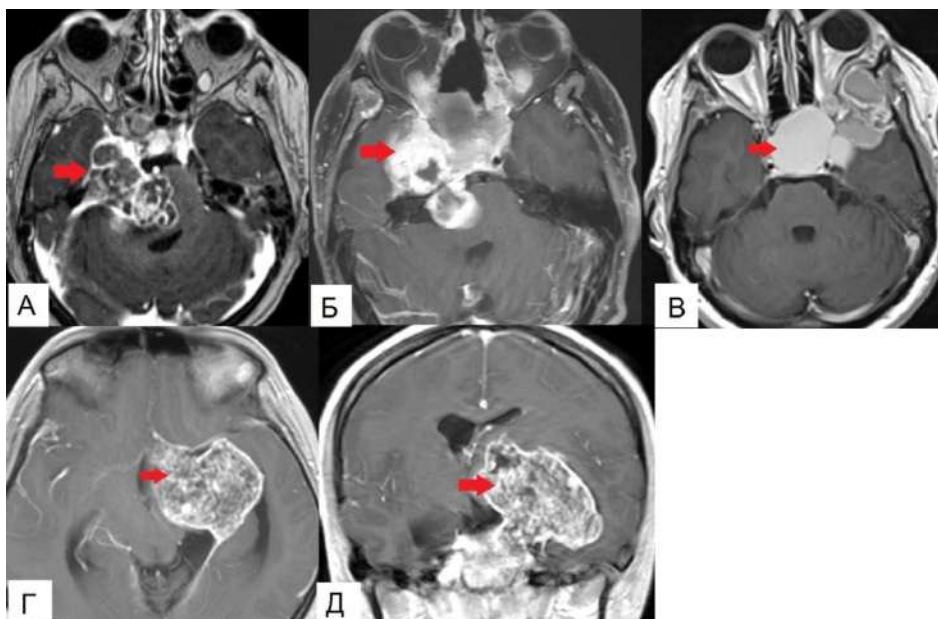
Дооперационные МРТ головы данной группы пациентов с различными опухолями.
